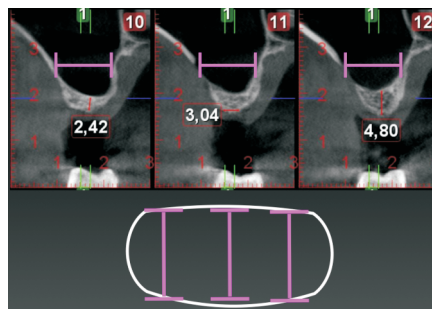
Cortes paraxiales de una tomografía computada conebeam (TCCB) que muestran la uniformidad de ancho anteroposterior de un seno, lo que permite realizar una ventana rectangular de bordes redondeados
